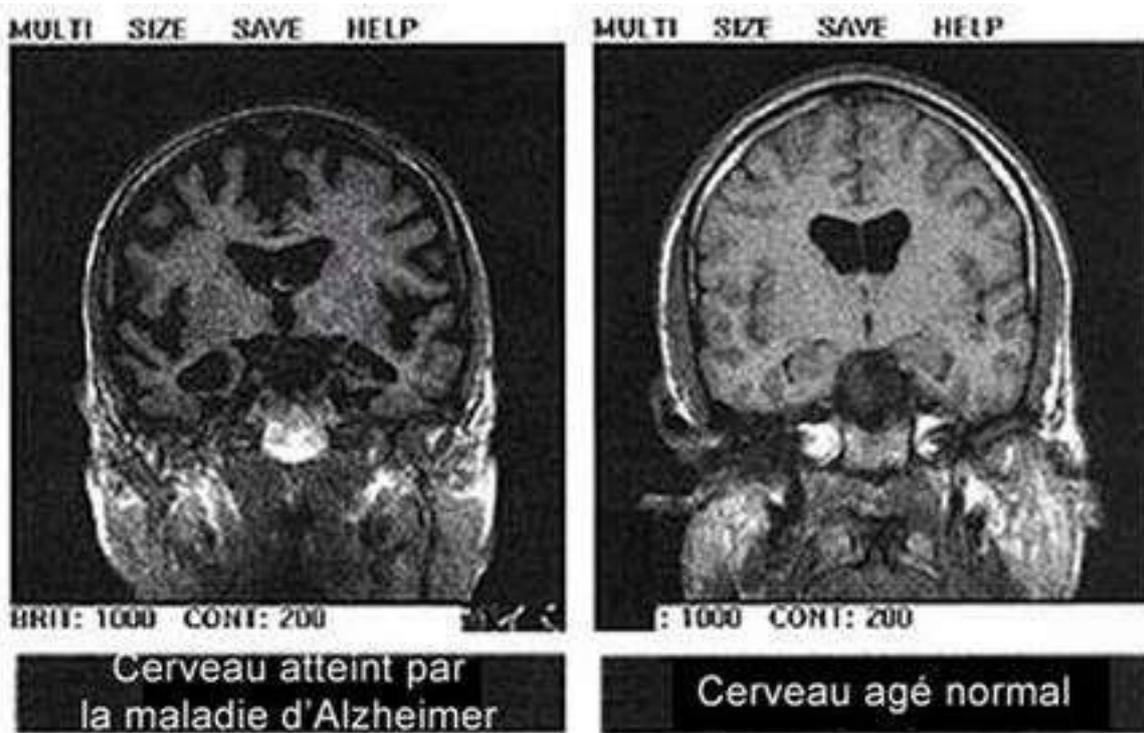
IRM d'un cerveau sain (à droite) et d'un cerveau malade (à gauche) (Jacquier, 2009).
